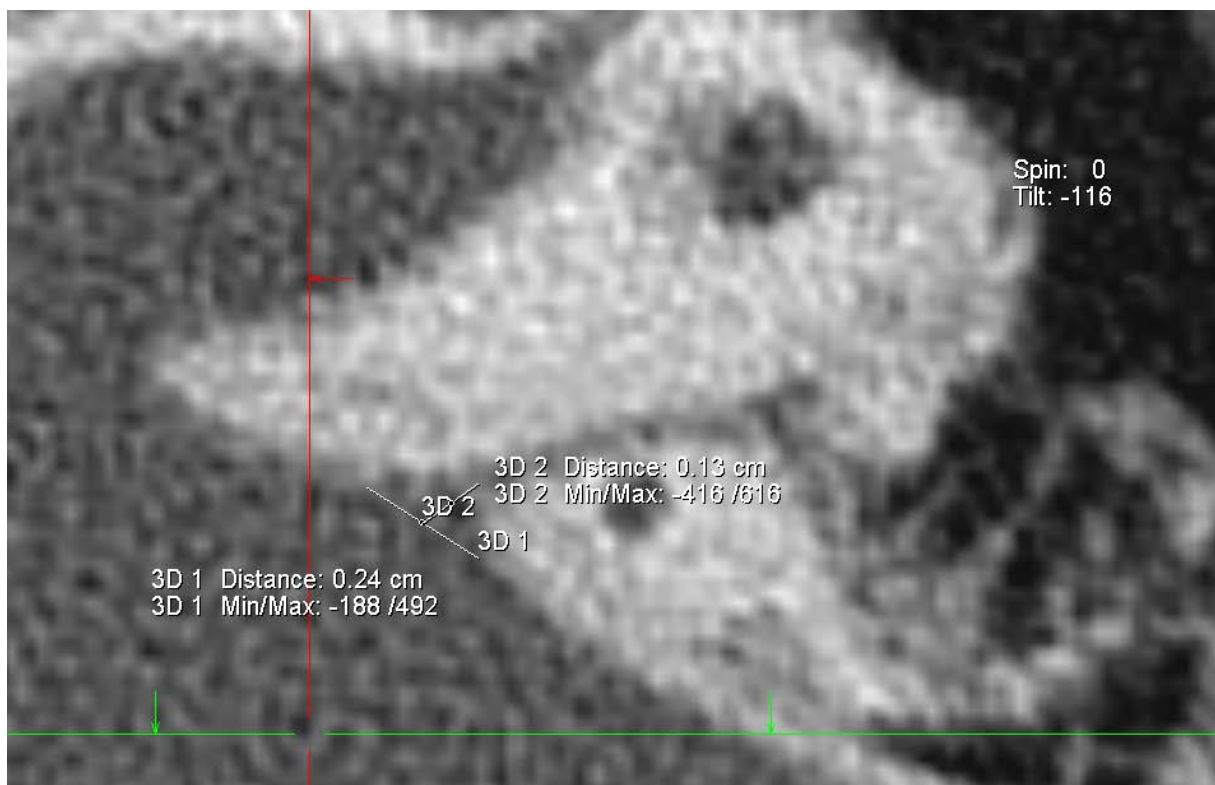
Vermessung der Länge (Durchmesser) {3D 1} [CT_SAC_FL_li] und Tiefe {3D 2} [CT_SAC_FT_li] der Fossa des petromastoidalen Kanals mit Tool ‚2D Distance‘
